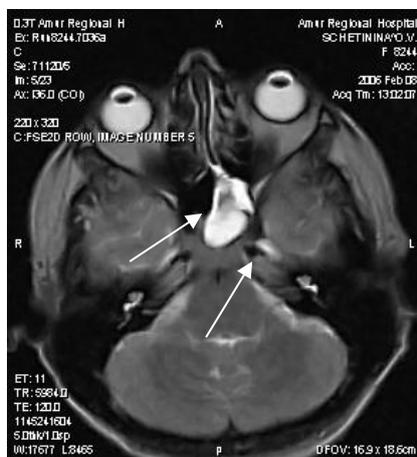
МРТ черепа (аксиальная проекция) больной Ш., 40 лет (Острый левосторонний сфеноидит).
